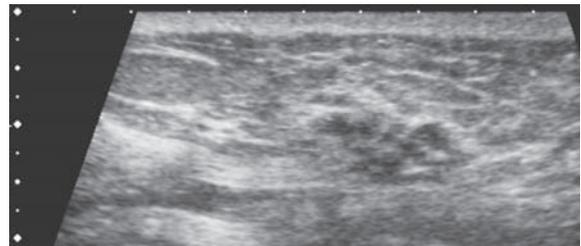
分葉低エコー腫瘍、境界部明瞭粗造、内部エコー不均質、後方エコー不変、前方境界線の断裂なし、カテゴリ4、推定組織型；非浸潤性乳管癌 > 乳頭腺管癌 > 乳腺症
